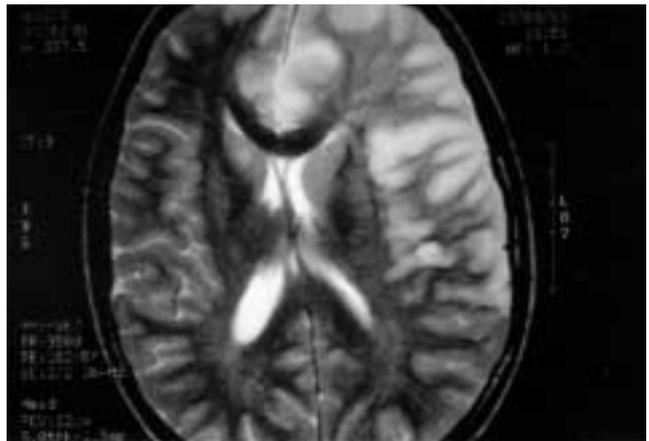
RM: Extensa afectación frontoparietal izquierda con desplazamiento de la línea media.
